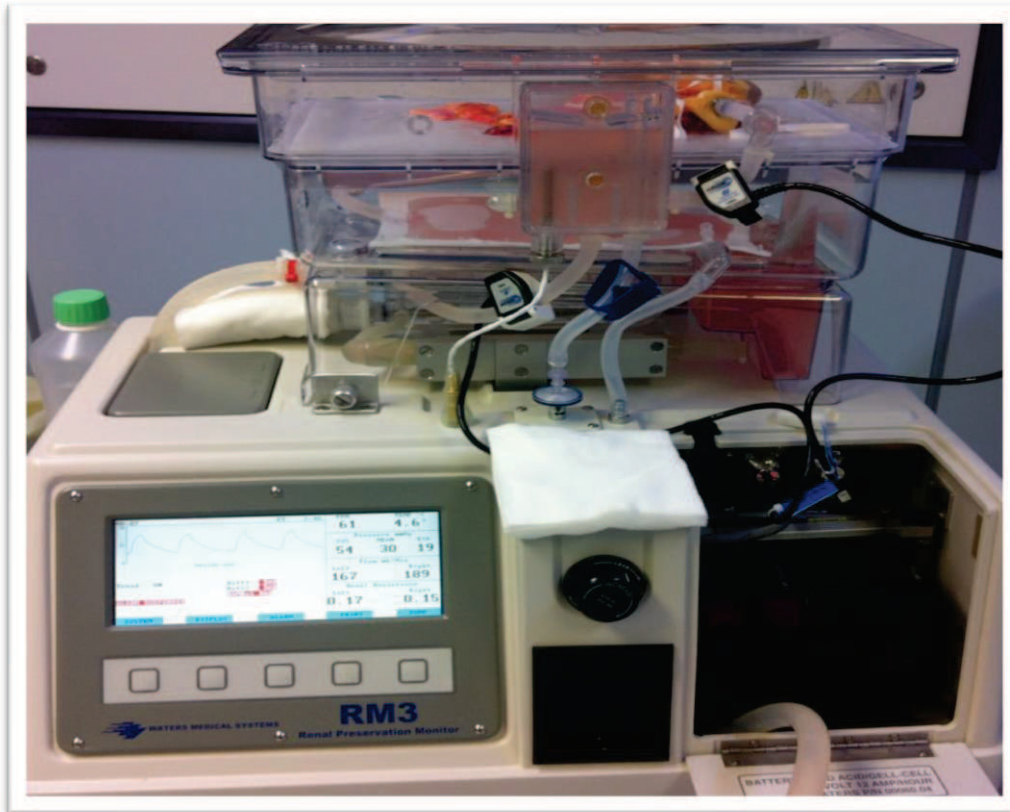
Hypotermic perfusion machine-RM3
